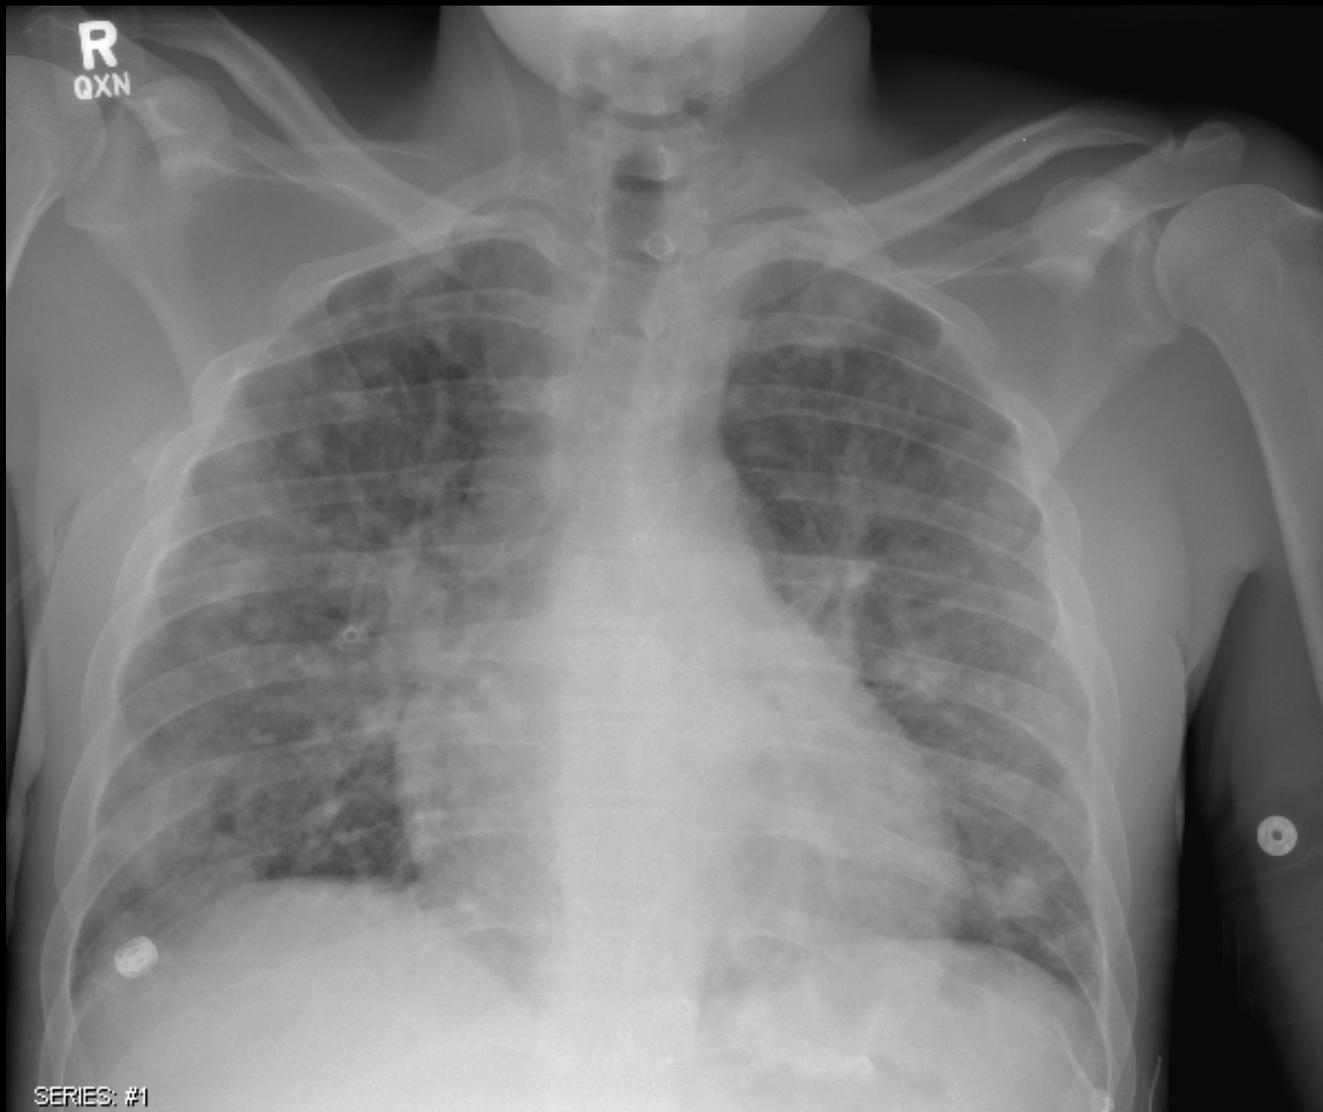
Radiografía tórax PA de ingreso del paciente.
